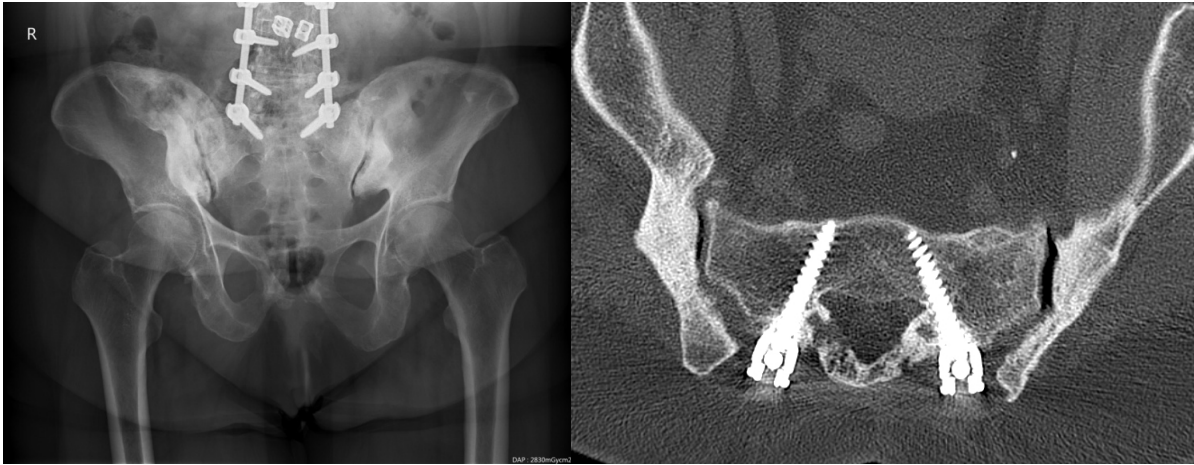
Röntgen: Beckenübersicht a.p. und CT des Beckens im Knochenfenster paraxial
